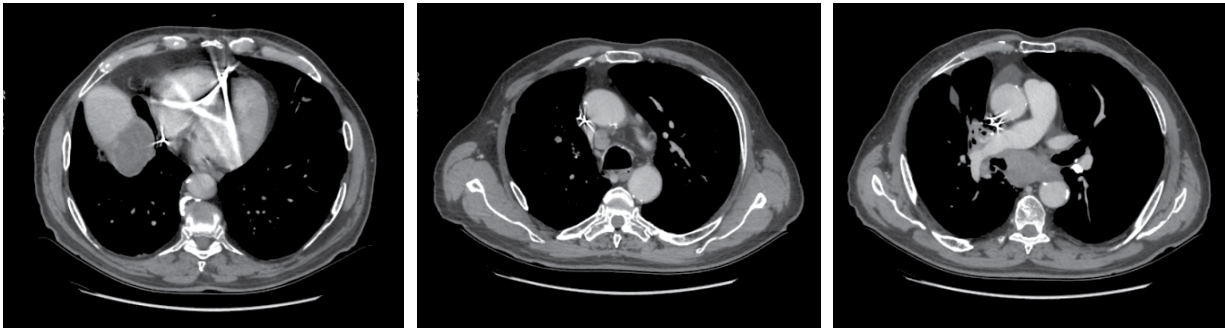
КТ органов грудной клетки от 21.02.2022
